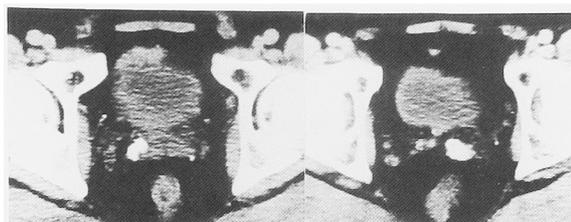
Pelvic CT shows marked calcifications in seminal vesicle and distal vas deferens.
